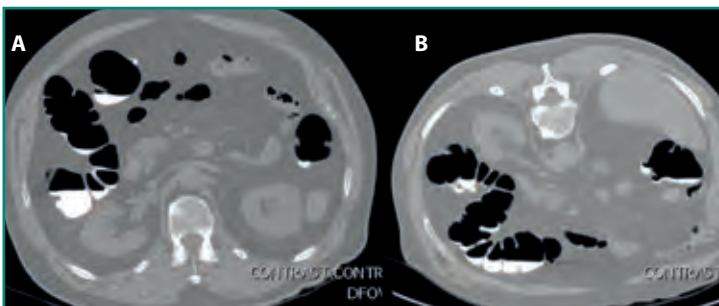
Colono-TC con adquisiciones en decúbito supino (A) y decúbito prono (B).
